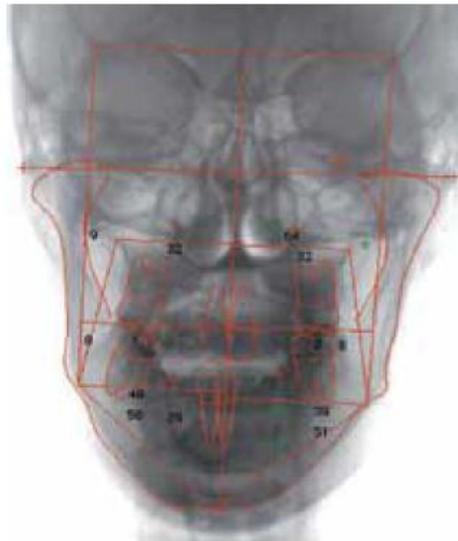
Trazado de radiografía posteroanterior.<sup>9</sup>
